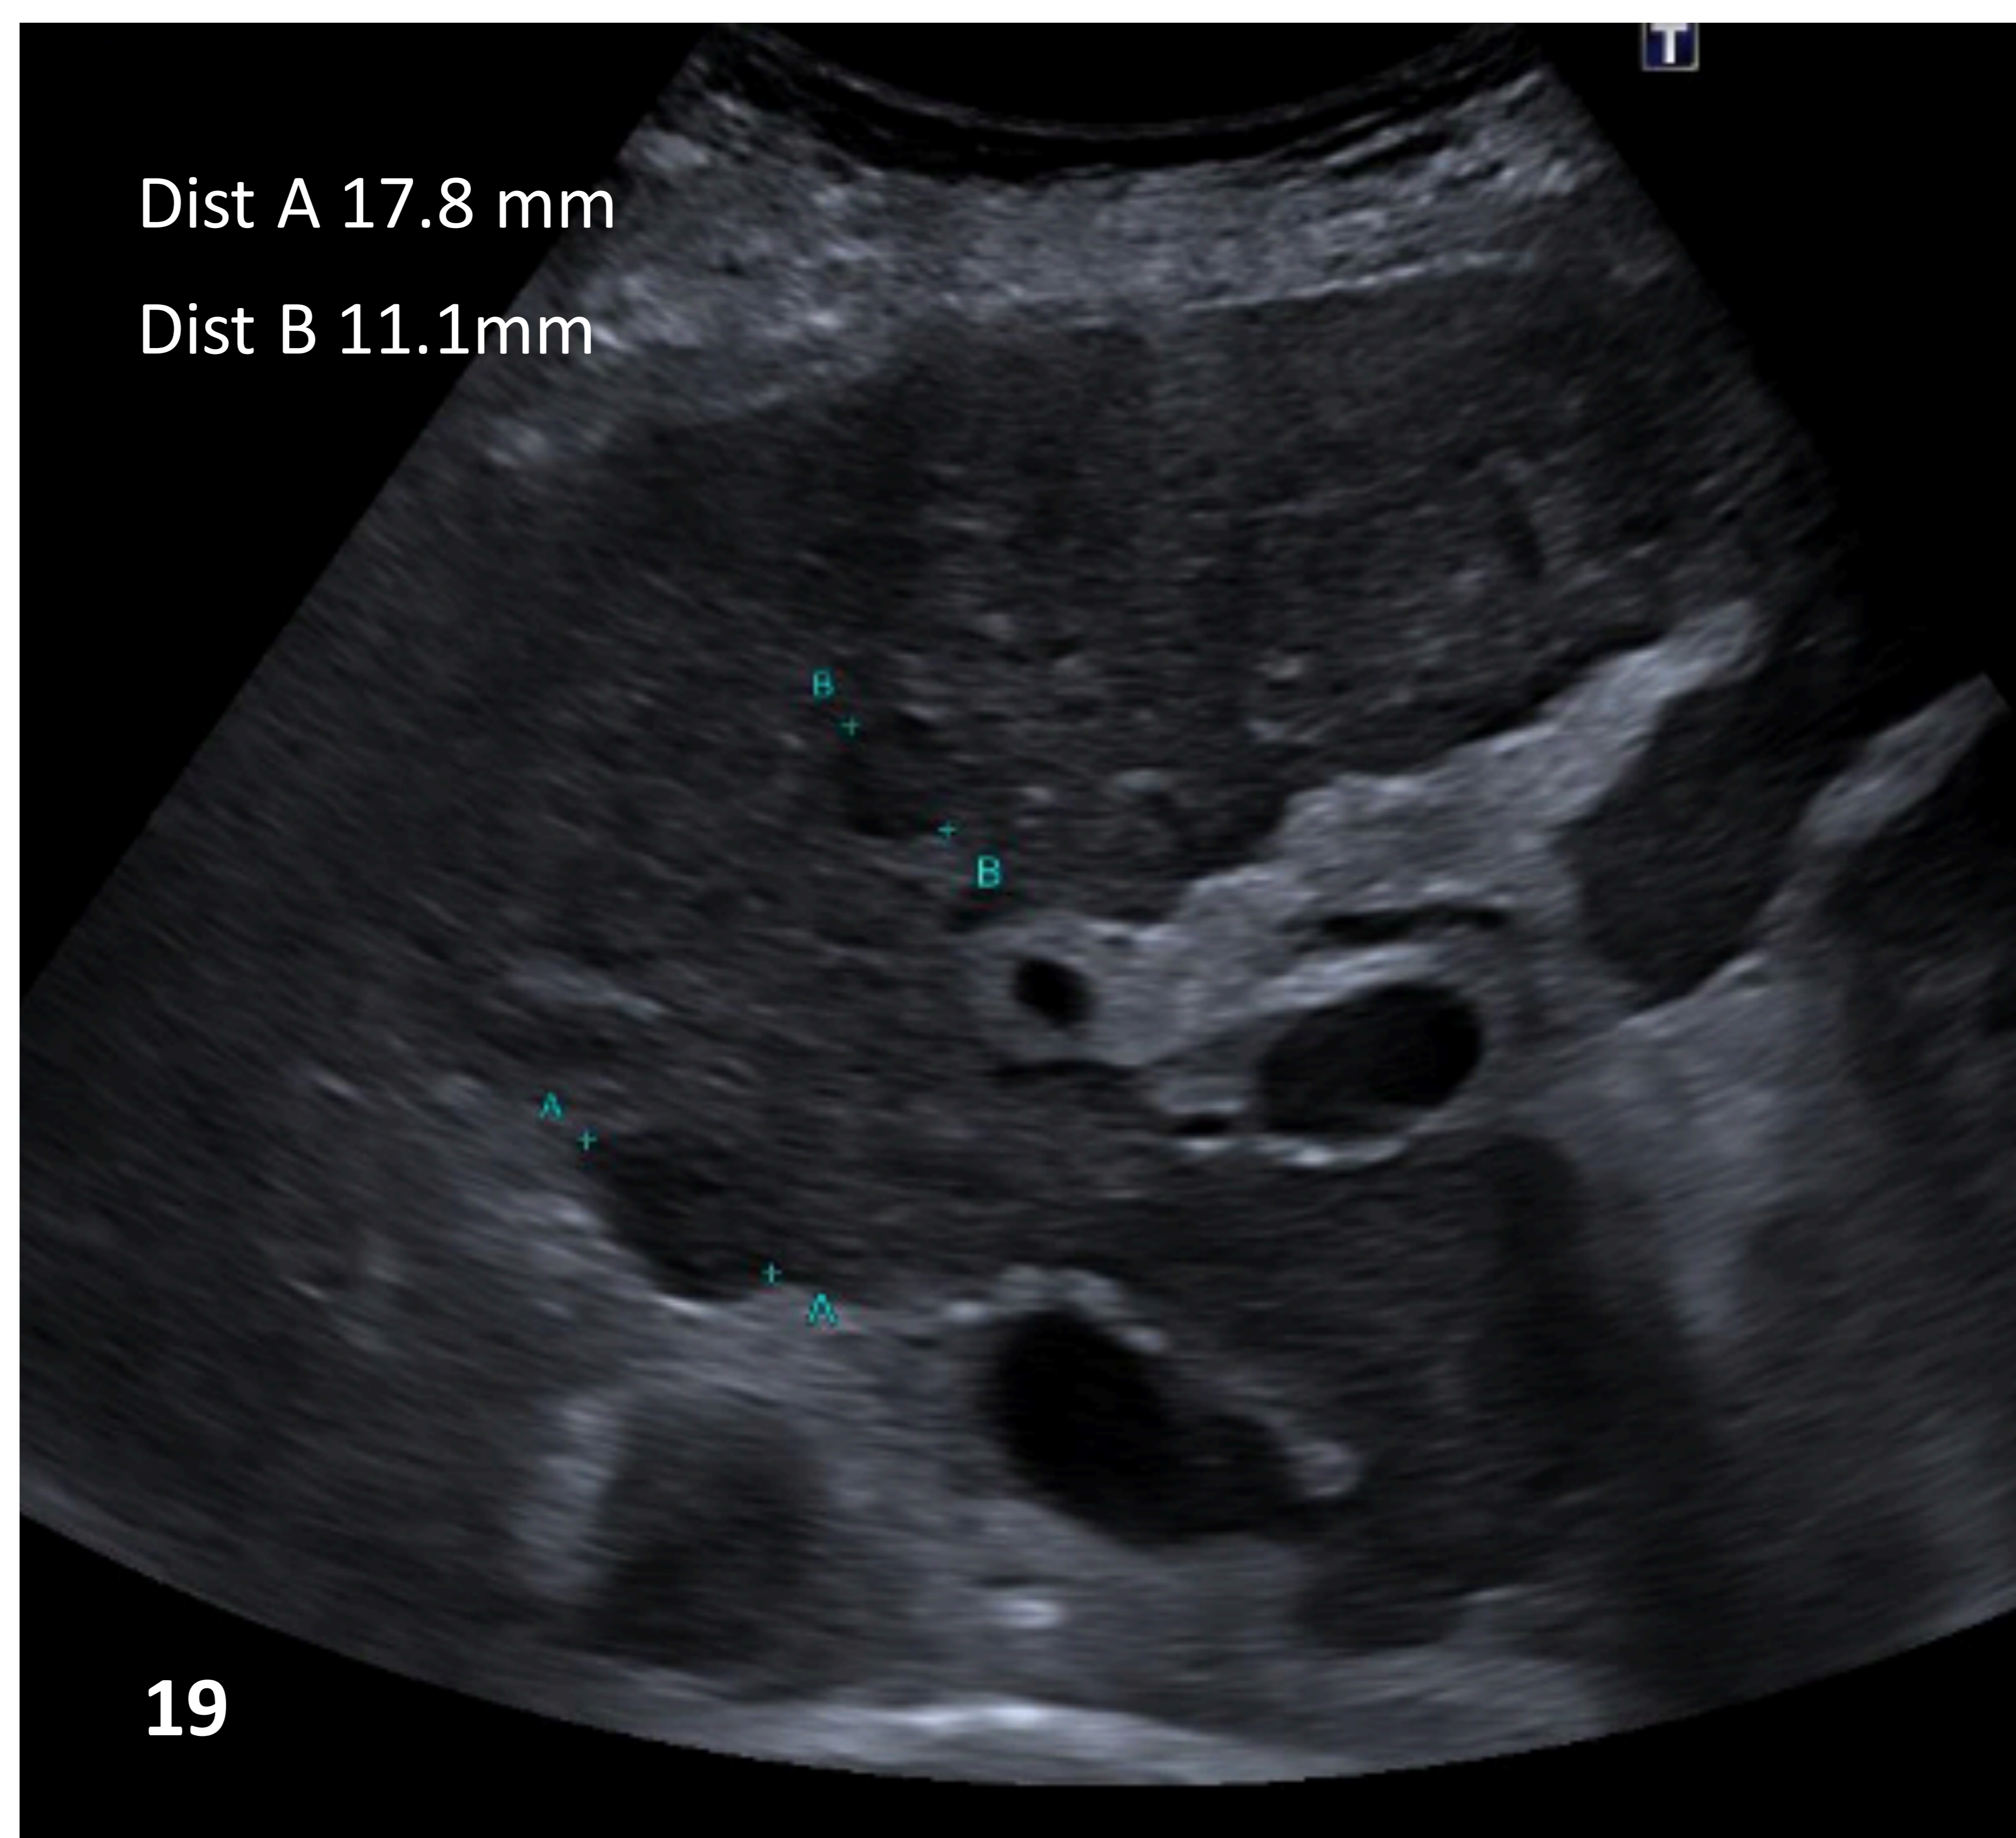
paciente con cirrosis y aparición de dos nuevas lesiones hepáticas > 10 mm en la ecografía de cribado.
